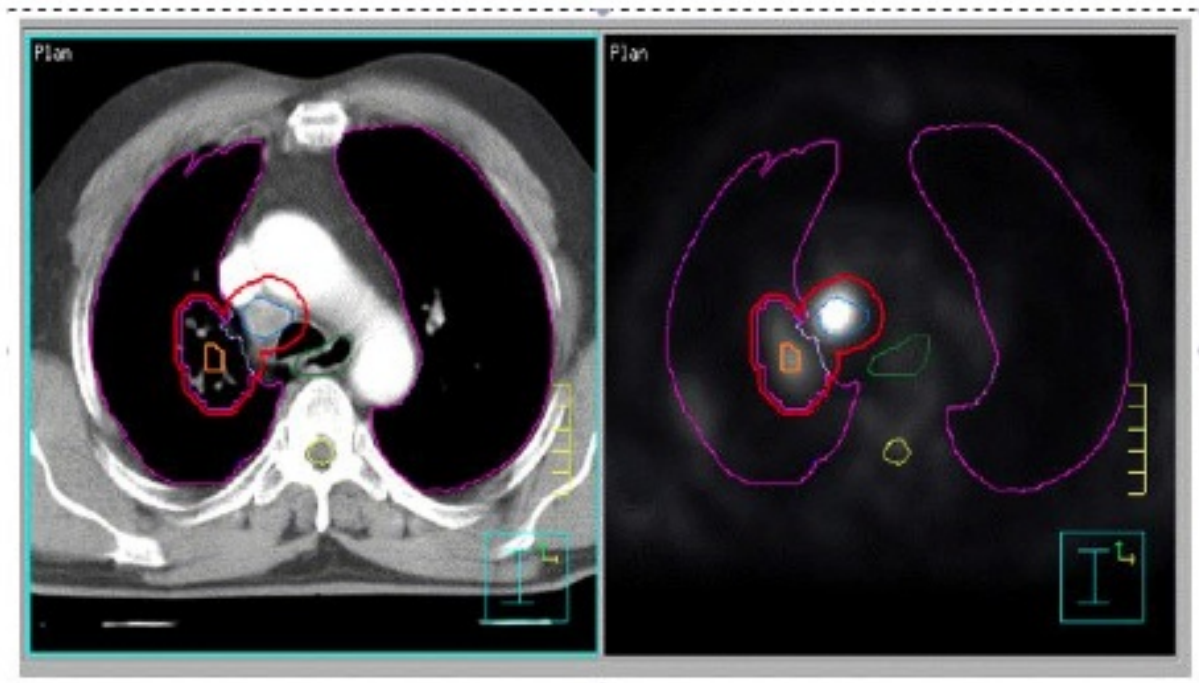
Beispiel anatomisch exakt koregistrierter Bilddatensätze des Planungs-CT (li.) sowie des Planungs-FDG-PET (re.). In den korrespondierenden transversalen Schichten in Höhe des Aortenbogens sind u.a. das Planungs-Zielvolumen (PTV, rot), sowie als Risikorgane die Lunge (lila), der Ösophagus (grün) und der Spinalkanal (gelb) dargestellt. Der CT-morphologisch sichtbaren Lymphknotenmetastase in Station 4R (blau) entspricht rechts im PET die deutliche FDG-Akkumulation.
